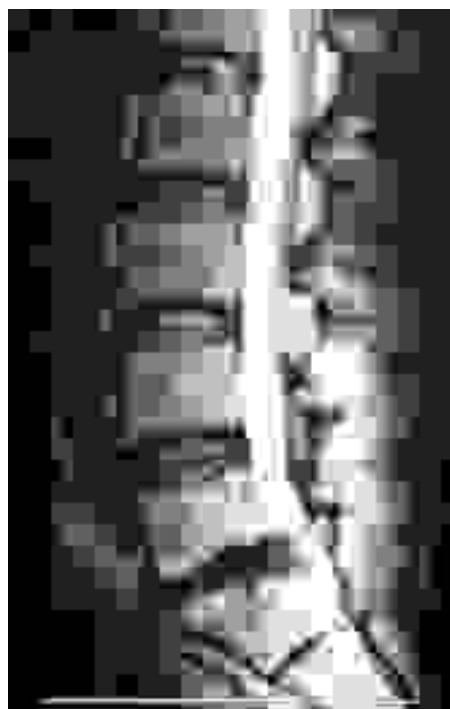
RM lumbosacra: hernia discal L₅-S₁.
